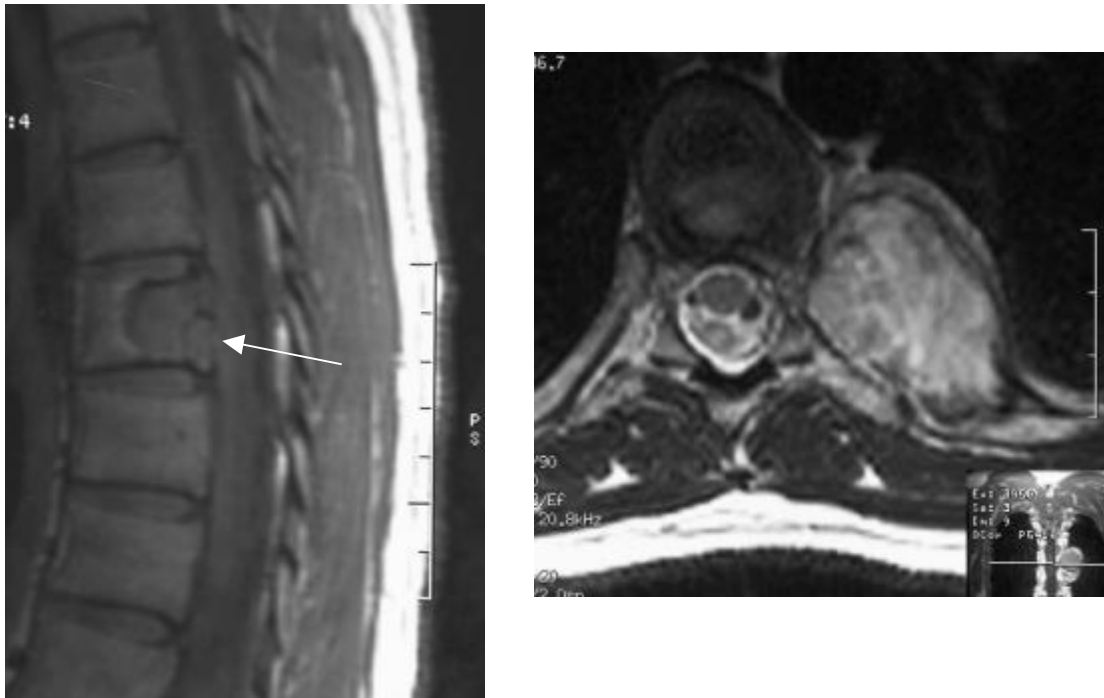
kapilläres Hämangiom (M.-Nr.: 99/2295, MRT-Aufnahmen (T1))
